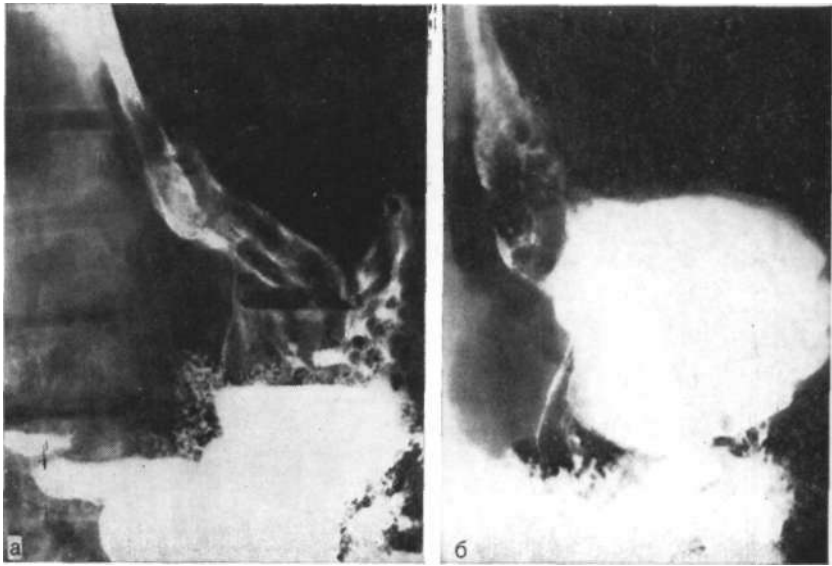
Рентгенологическая картина герпировапного рака кардии.
